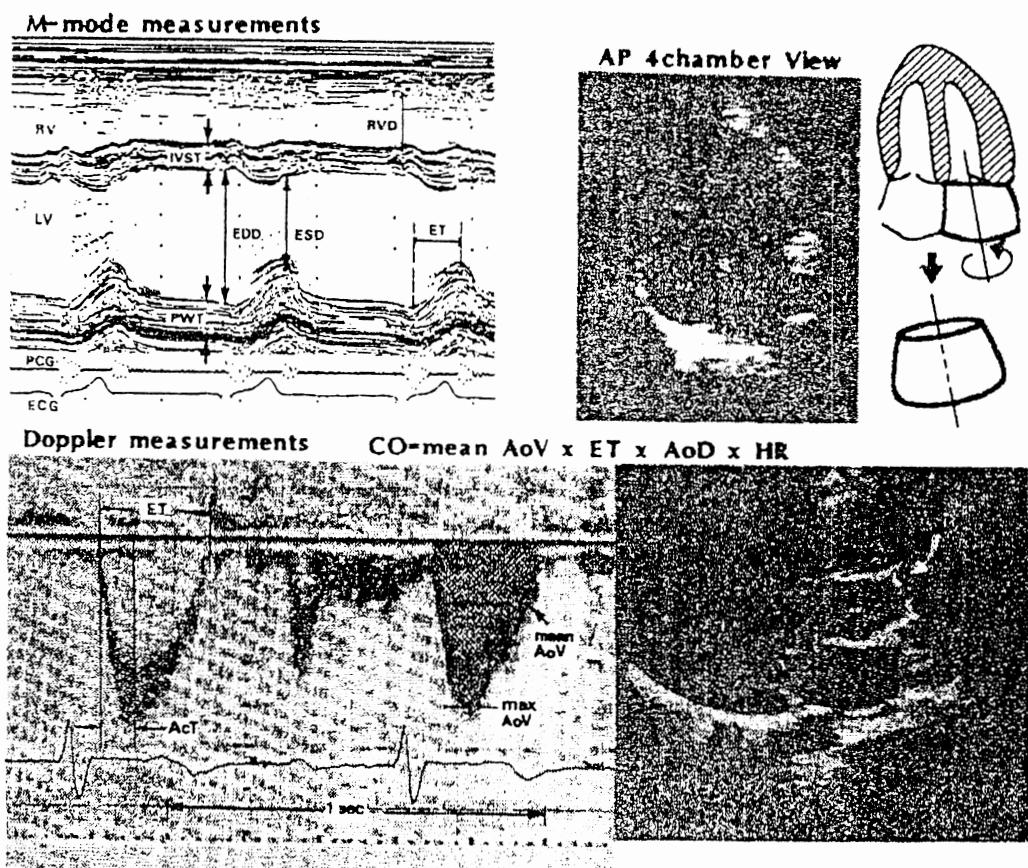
心エコー図及びドップラー法による循環諸指標の計測方法
